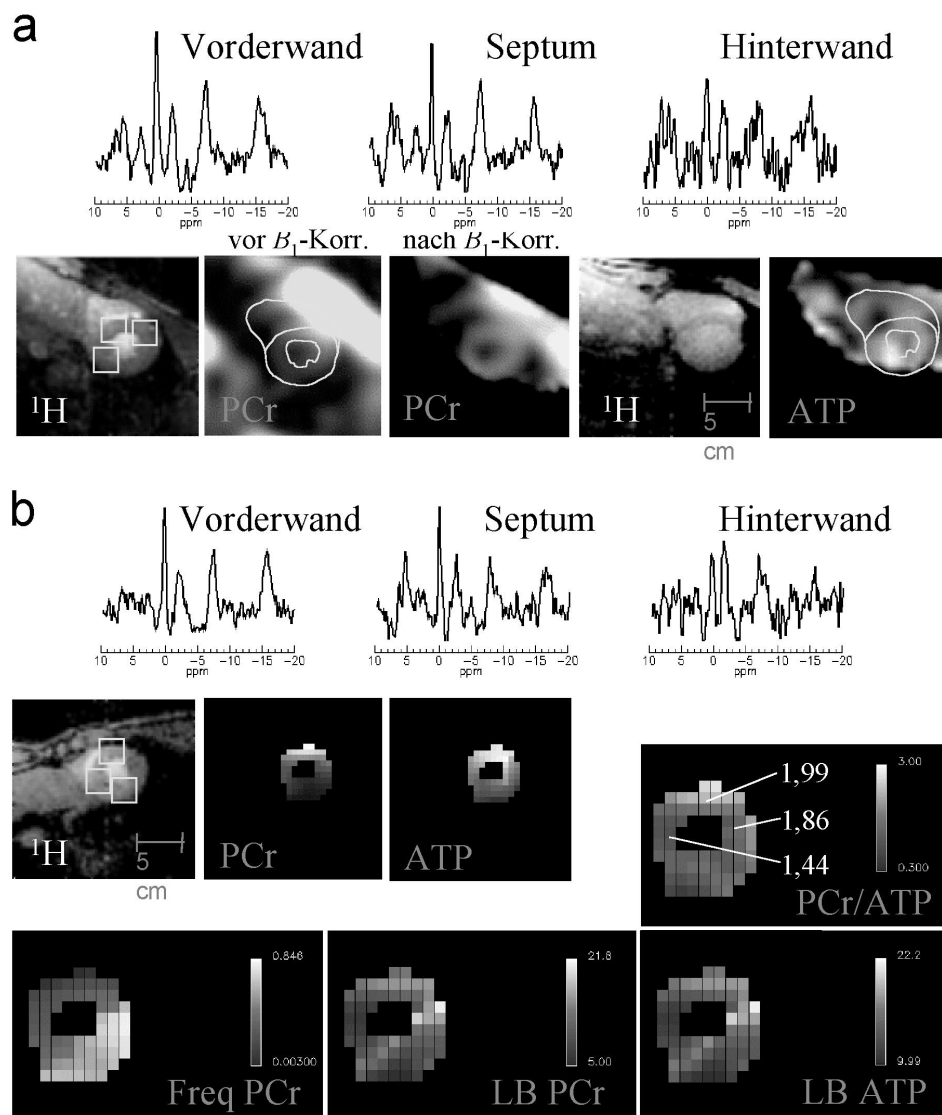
^{31}P 3D AW CSI am Probanden. a: PCr und ATP Karten (Kurzachsschnitt) durch Integration der Resonanzen in den lokalen Spektren mit und ohne B_1 -Korrektur. b: Datenauswertung durch TD-Fit der lokalen FID -Signale: PCr und ATP Karte sowie Darstellung des PCr/ATP-Verhältnisses, der Frequenz der PCr-Resonanz sowie der Linienbreiten von PCr und ATP.
